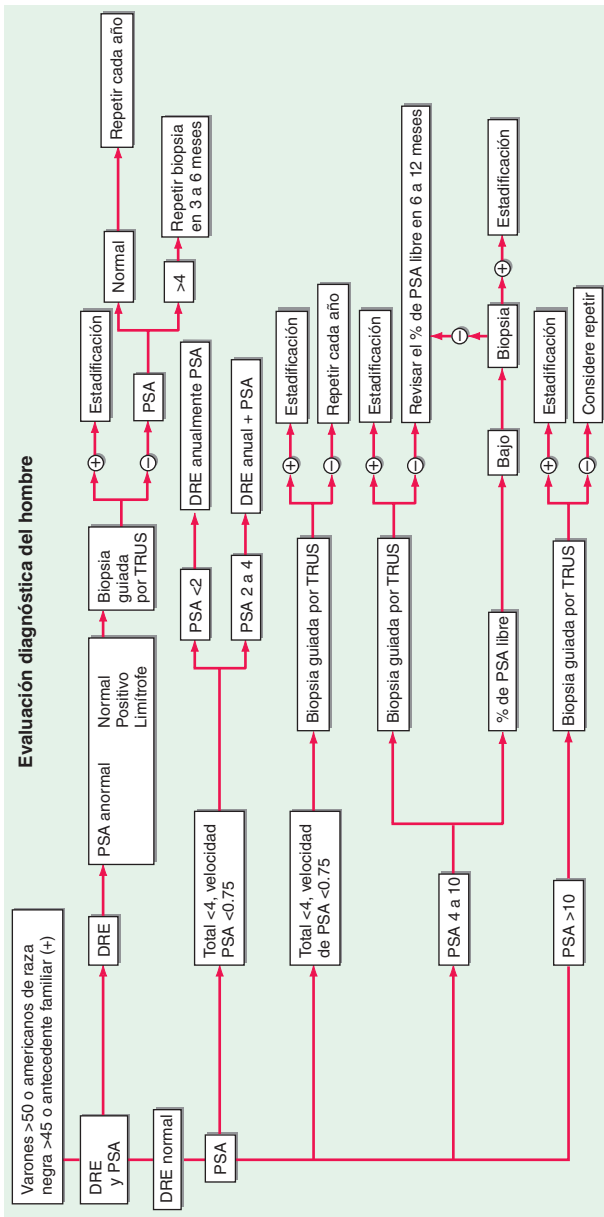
El examen rectal digital (DRE) y la medición de antígeno prostático específico (PSA) son guías para decidir a qué varones se les debe practicar biopsia prostática por ecografía transrectal (TRUS). Existen al menos tres escuelas de pensamiento sobre lo que debe hacerse si el DRE es negativo y el resultado de PSA es dudoso (4.1 a 10 ng/ml).
